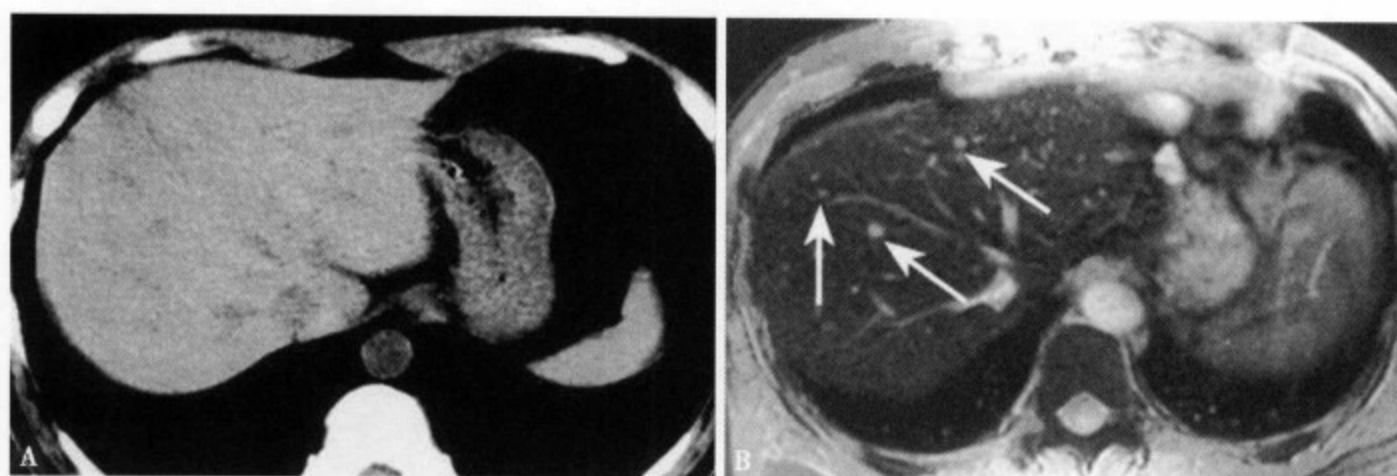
75 岁男性结肠癌肝转移。CT 平扫 (A) 肝实质内未见明显异常密度；SPIO 增强 (B) 肝内显示多发弥漫粟粒状高信号转移灶。
